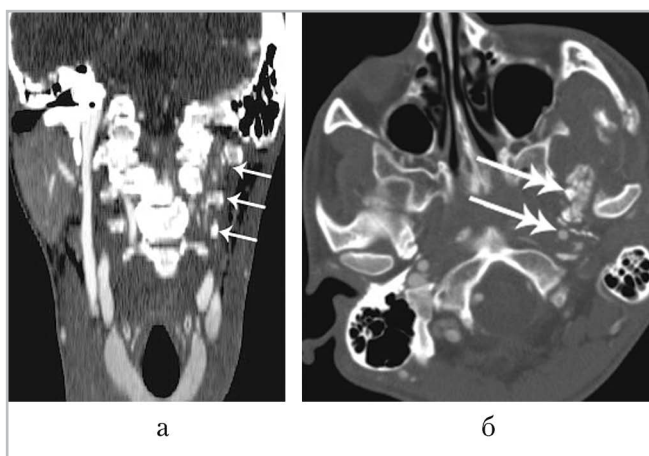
КТ-исследование с внутривенным болюсным контрастированием: *а* — фронтальная томограмма; *б* — аксиальная томограмма. Размерные стрелки демонстрируют переломы поперечных отростков верхних шейных позвонков слева и отсутствие контрастирования левой позвоночной артерии вследствие ее тромбоза. Двойными стрелками показан оскольчатый перелом основания черепа
